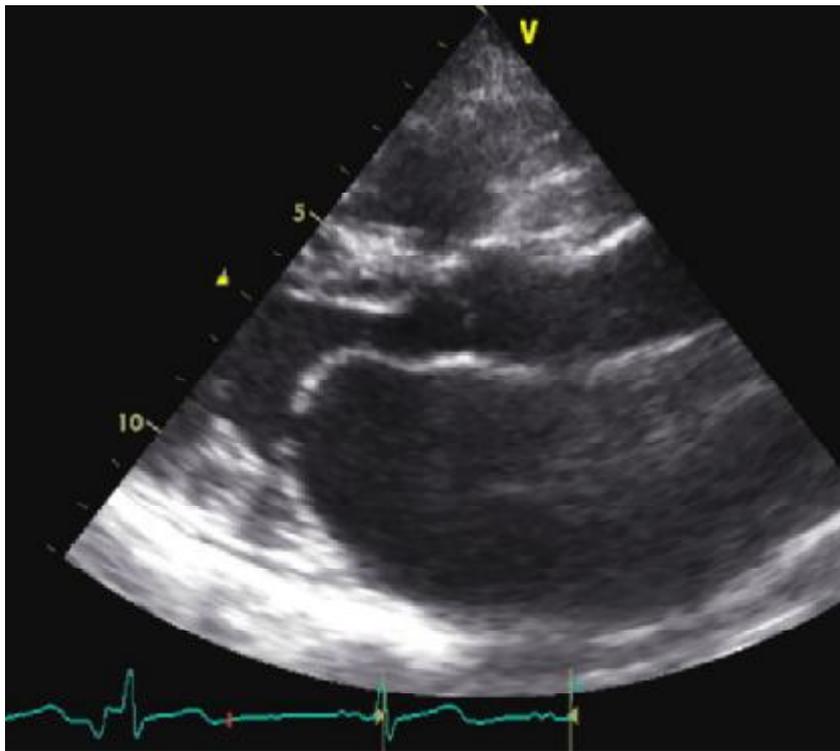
Incidence parasternale grand axe montrant l'aspect en genou de la grande valve mitrale.
